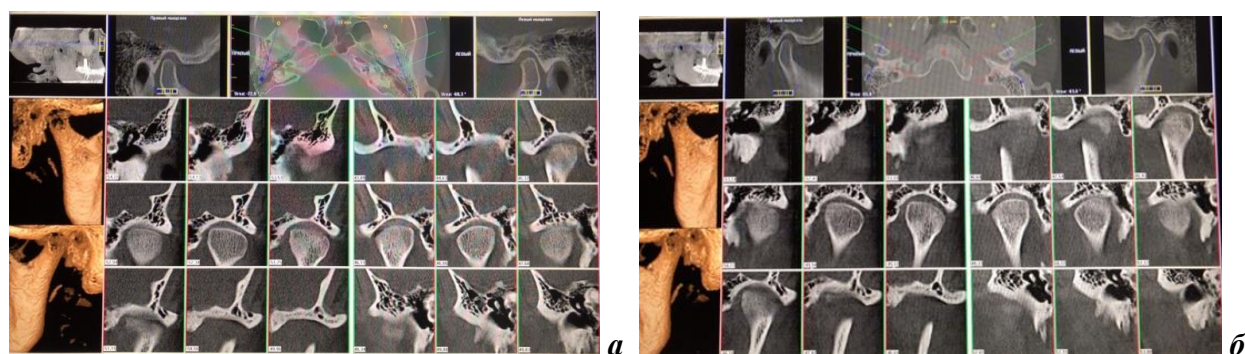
КТ височно-нижнечелюстного сустава пациентки А., 35 лет с дистальной окклюзией; а - до лечения, б - через 30 дней после лечения
